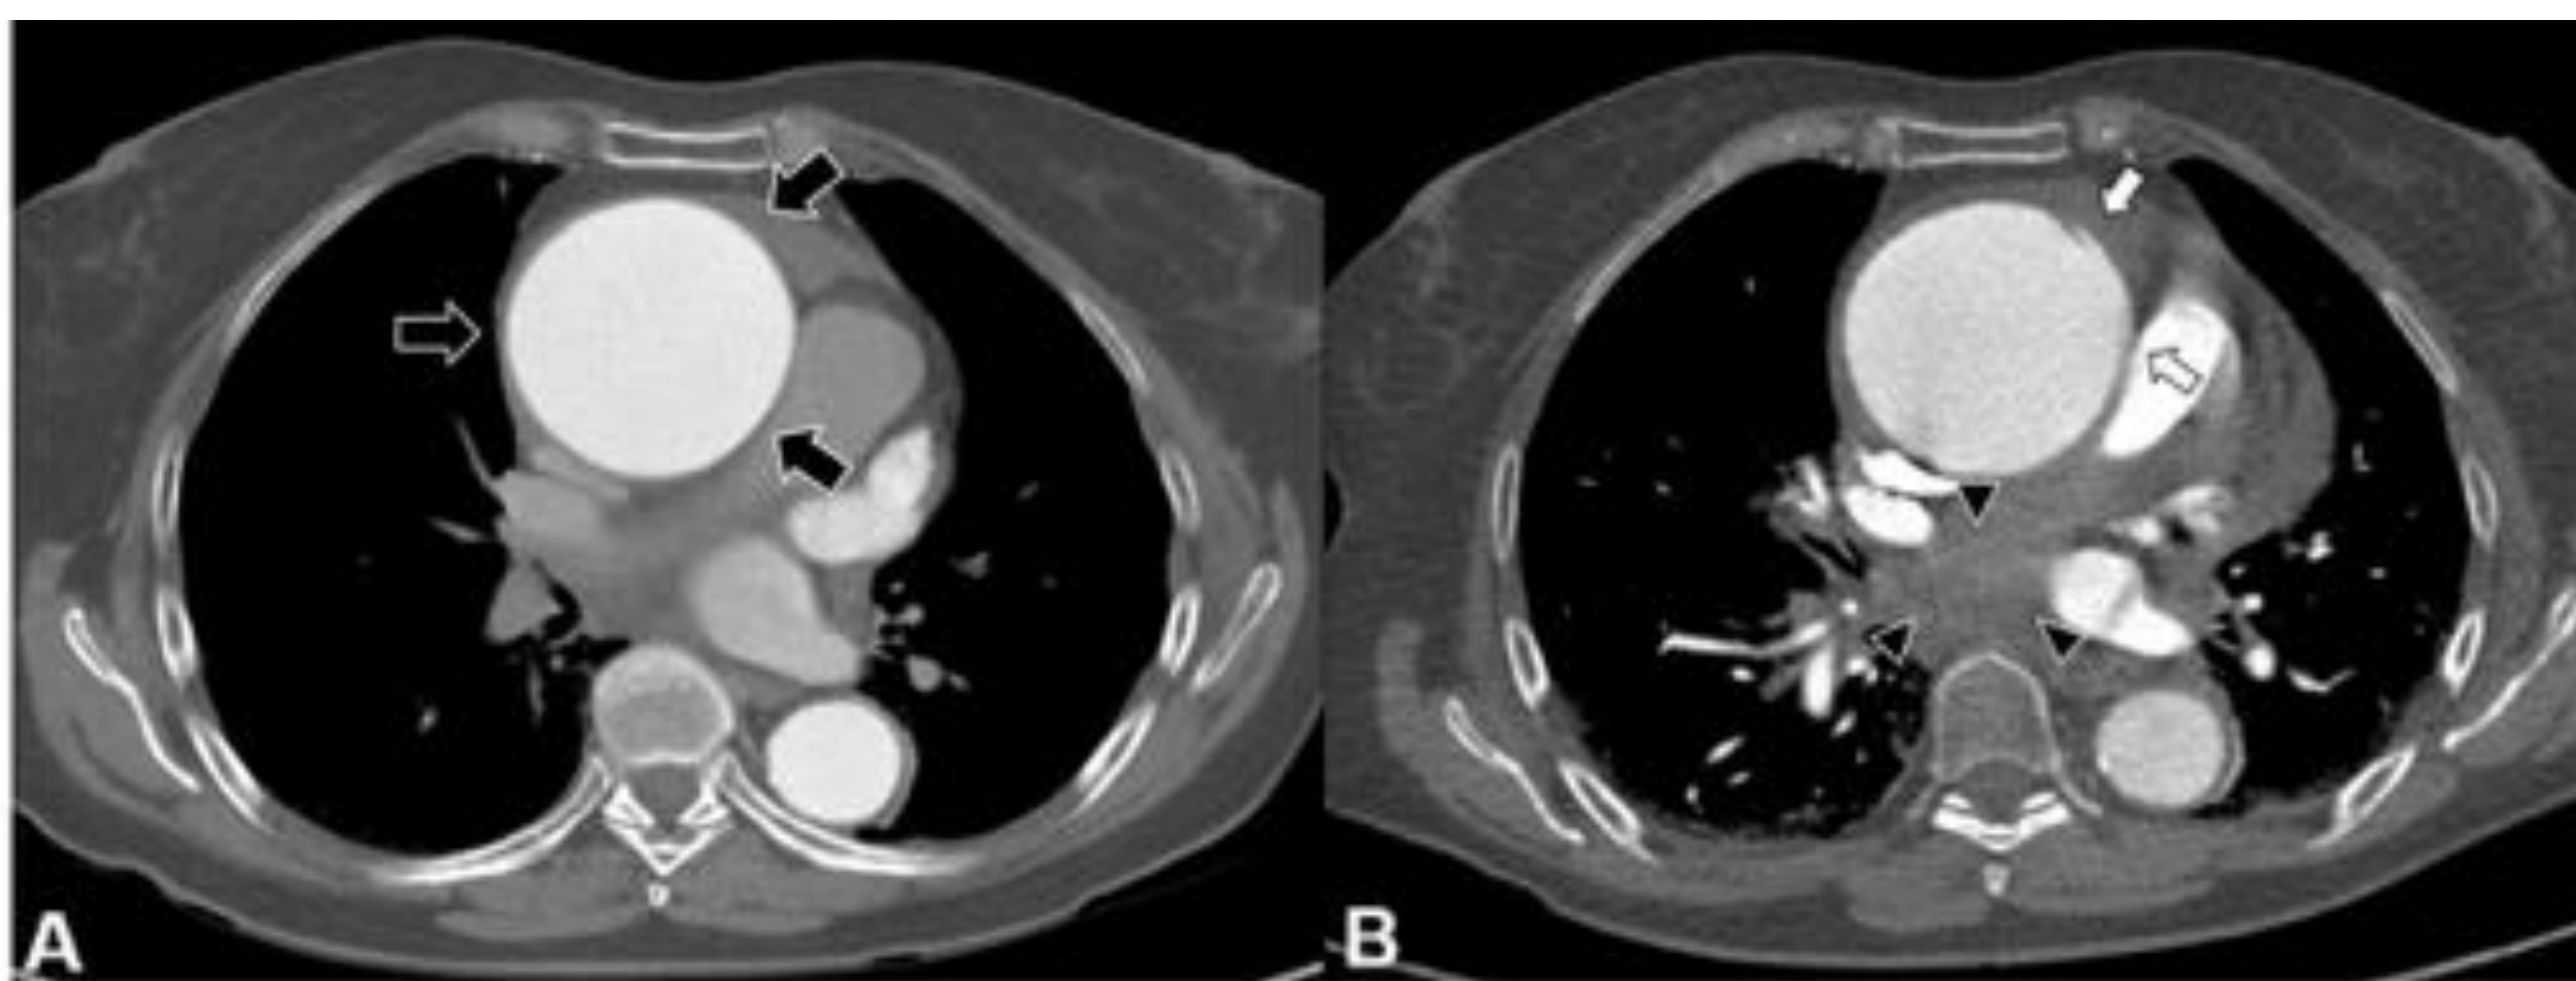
Angio-TC de aorta torácica sin sincronización cardíaca. Corte axial a nivel de la aorta ascendente, inicial (A) y un mes más tarde (B). Aneurisma de aorta ascendente con un diámetro aproximado de 7 cm (flechas en A). *Cont.*
